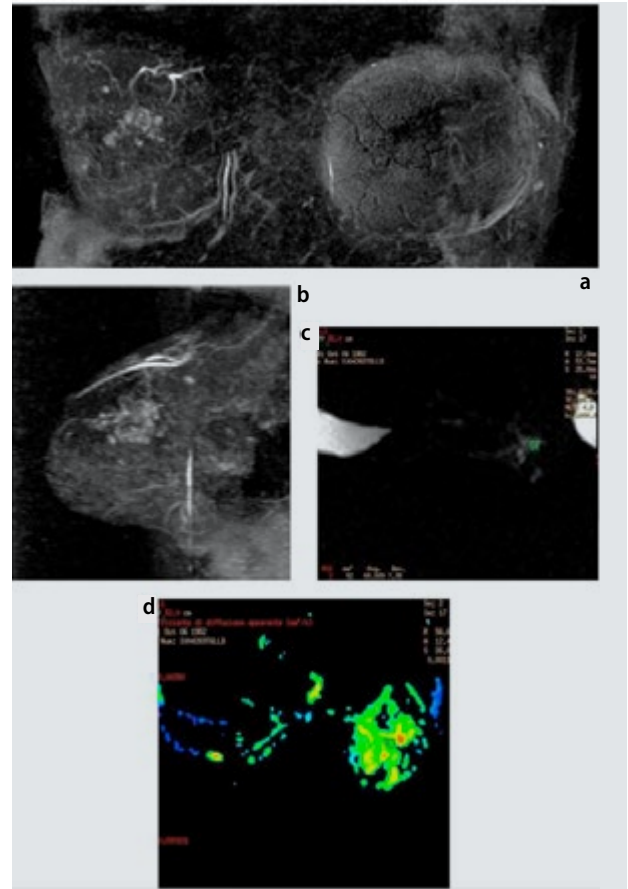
Cicatriz (falso positivo de la RM). Paciente de 53 años de edad sometida 5 años antes a cirugía conservadora en la mama derecha para carcinoma ductal. Las imágenes de MIP coronal (a) y sagital (b) después de la administración del medio de contraste demuestran la presencia de al menos tres lesiones mejoradas con márgenes irregulares y curvas dinámicas graduales en la mama derecha. Obsérvense los márgenes irregulares de la lesión mayor localizada en el cuadrante externo superior (c) y su correspondiente curva dinámica (d); la misma lesión es hiperintensa en la secuencia DWI (e) y su valor ADC es $> 0,0014 \text{ mm}^2/\text{s}$ ($0,00157 \text{ mm}^2/\text{s}$) (f).²⁵
